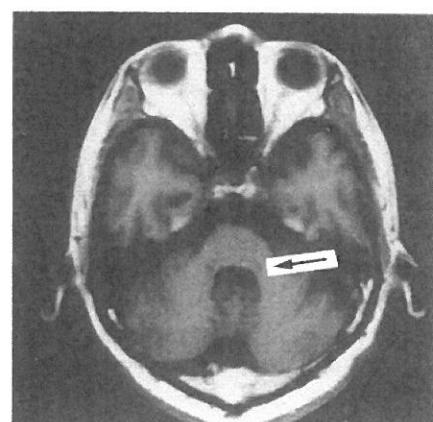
MRI of the brain of a patient with MJD showed atrophy of the tegmentum of the brainstem.
